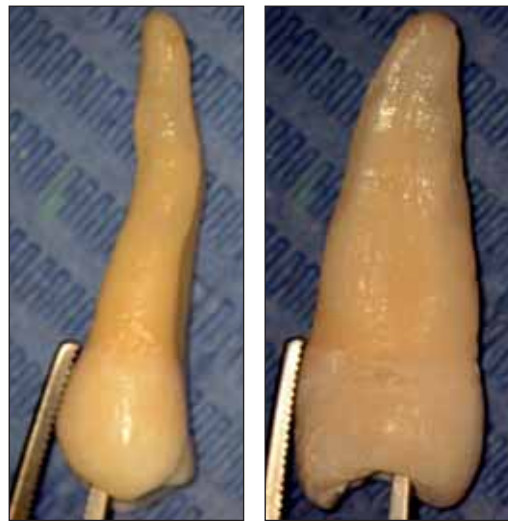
Premolar doi superior – fotografiere și radiografiere în două incidențe
